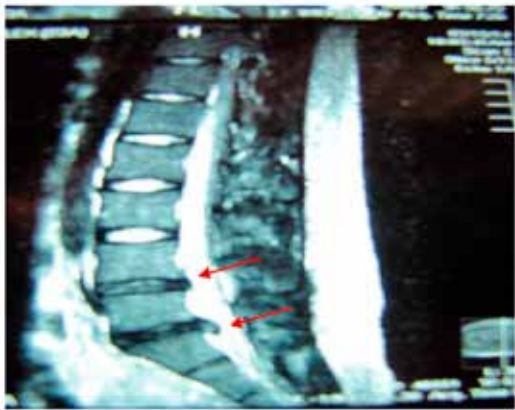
MRI pre tratamiento caso 2
